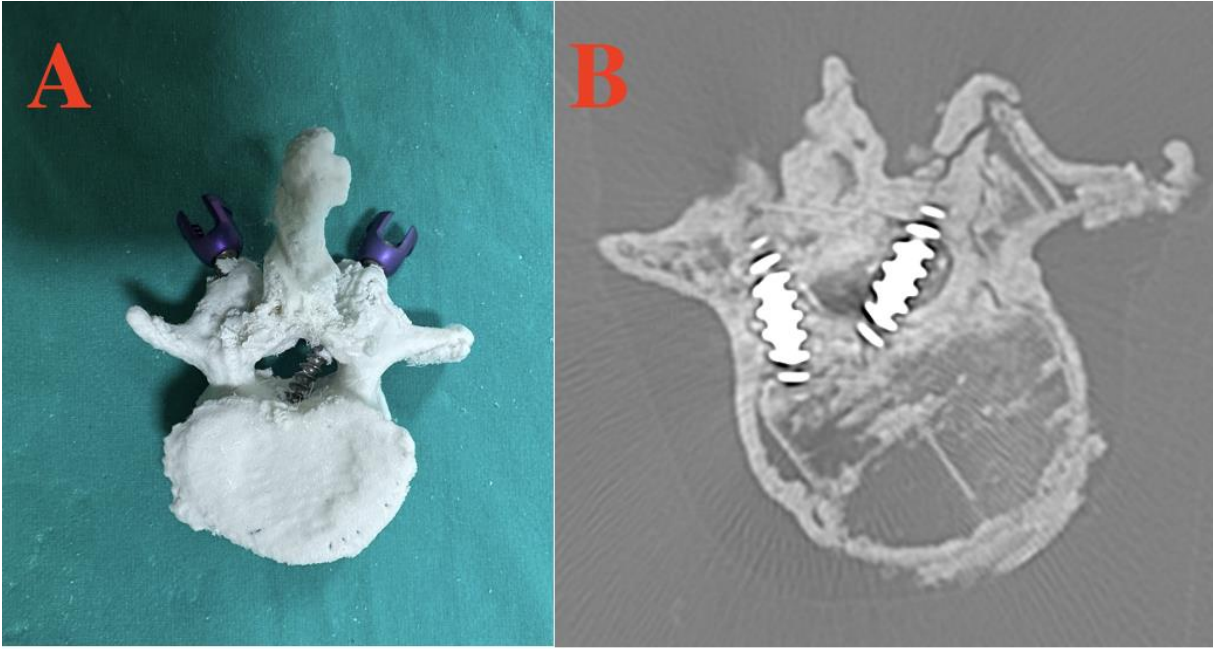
Doğru yerleştirilmiş pedikül vidasının A) Üç boyutlu model üzerinde B) BT kesitleri üzerindeki görünümü
